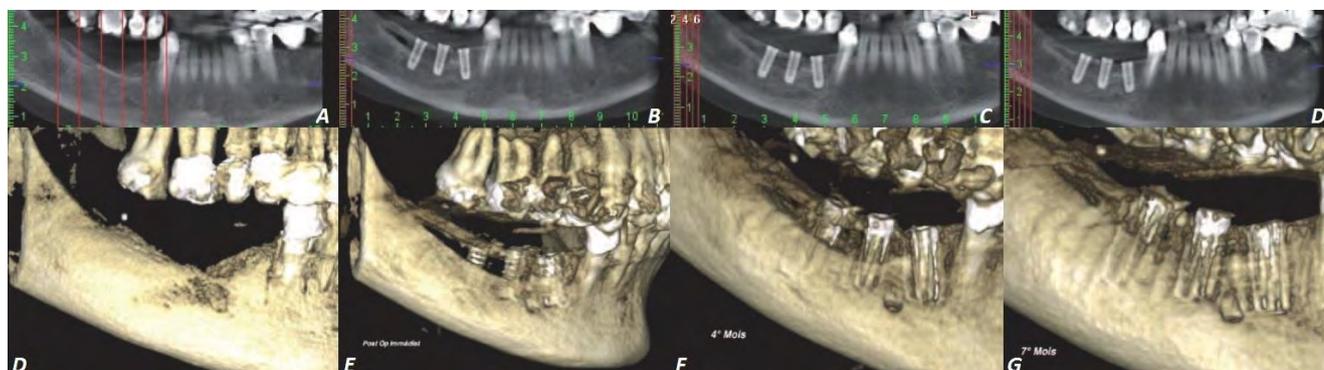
VUES RADIOGRAPHIQUES PRE ET POST-OPERATOIRES, MISE EN PLACE DE 3 IMPLANTS SECTEUR 4 POSTERIEUR PAR TECHNIQUE SANDWICH A CHARNIERE POSTERIEURE. A & D VUES PREOPERATOIRES. B & E POST-OPERATOIRE IMMEDIAT. C & F A 4 MOIS POST-OPERATOIRE. D & G A 7 MOIS POST-OPERATOIRE – CAS DU DR PERISSE
